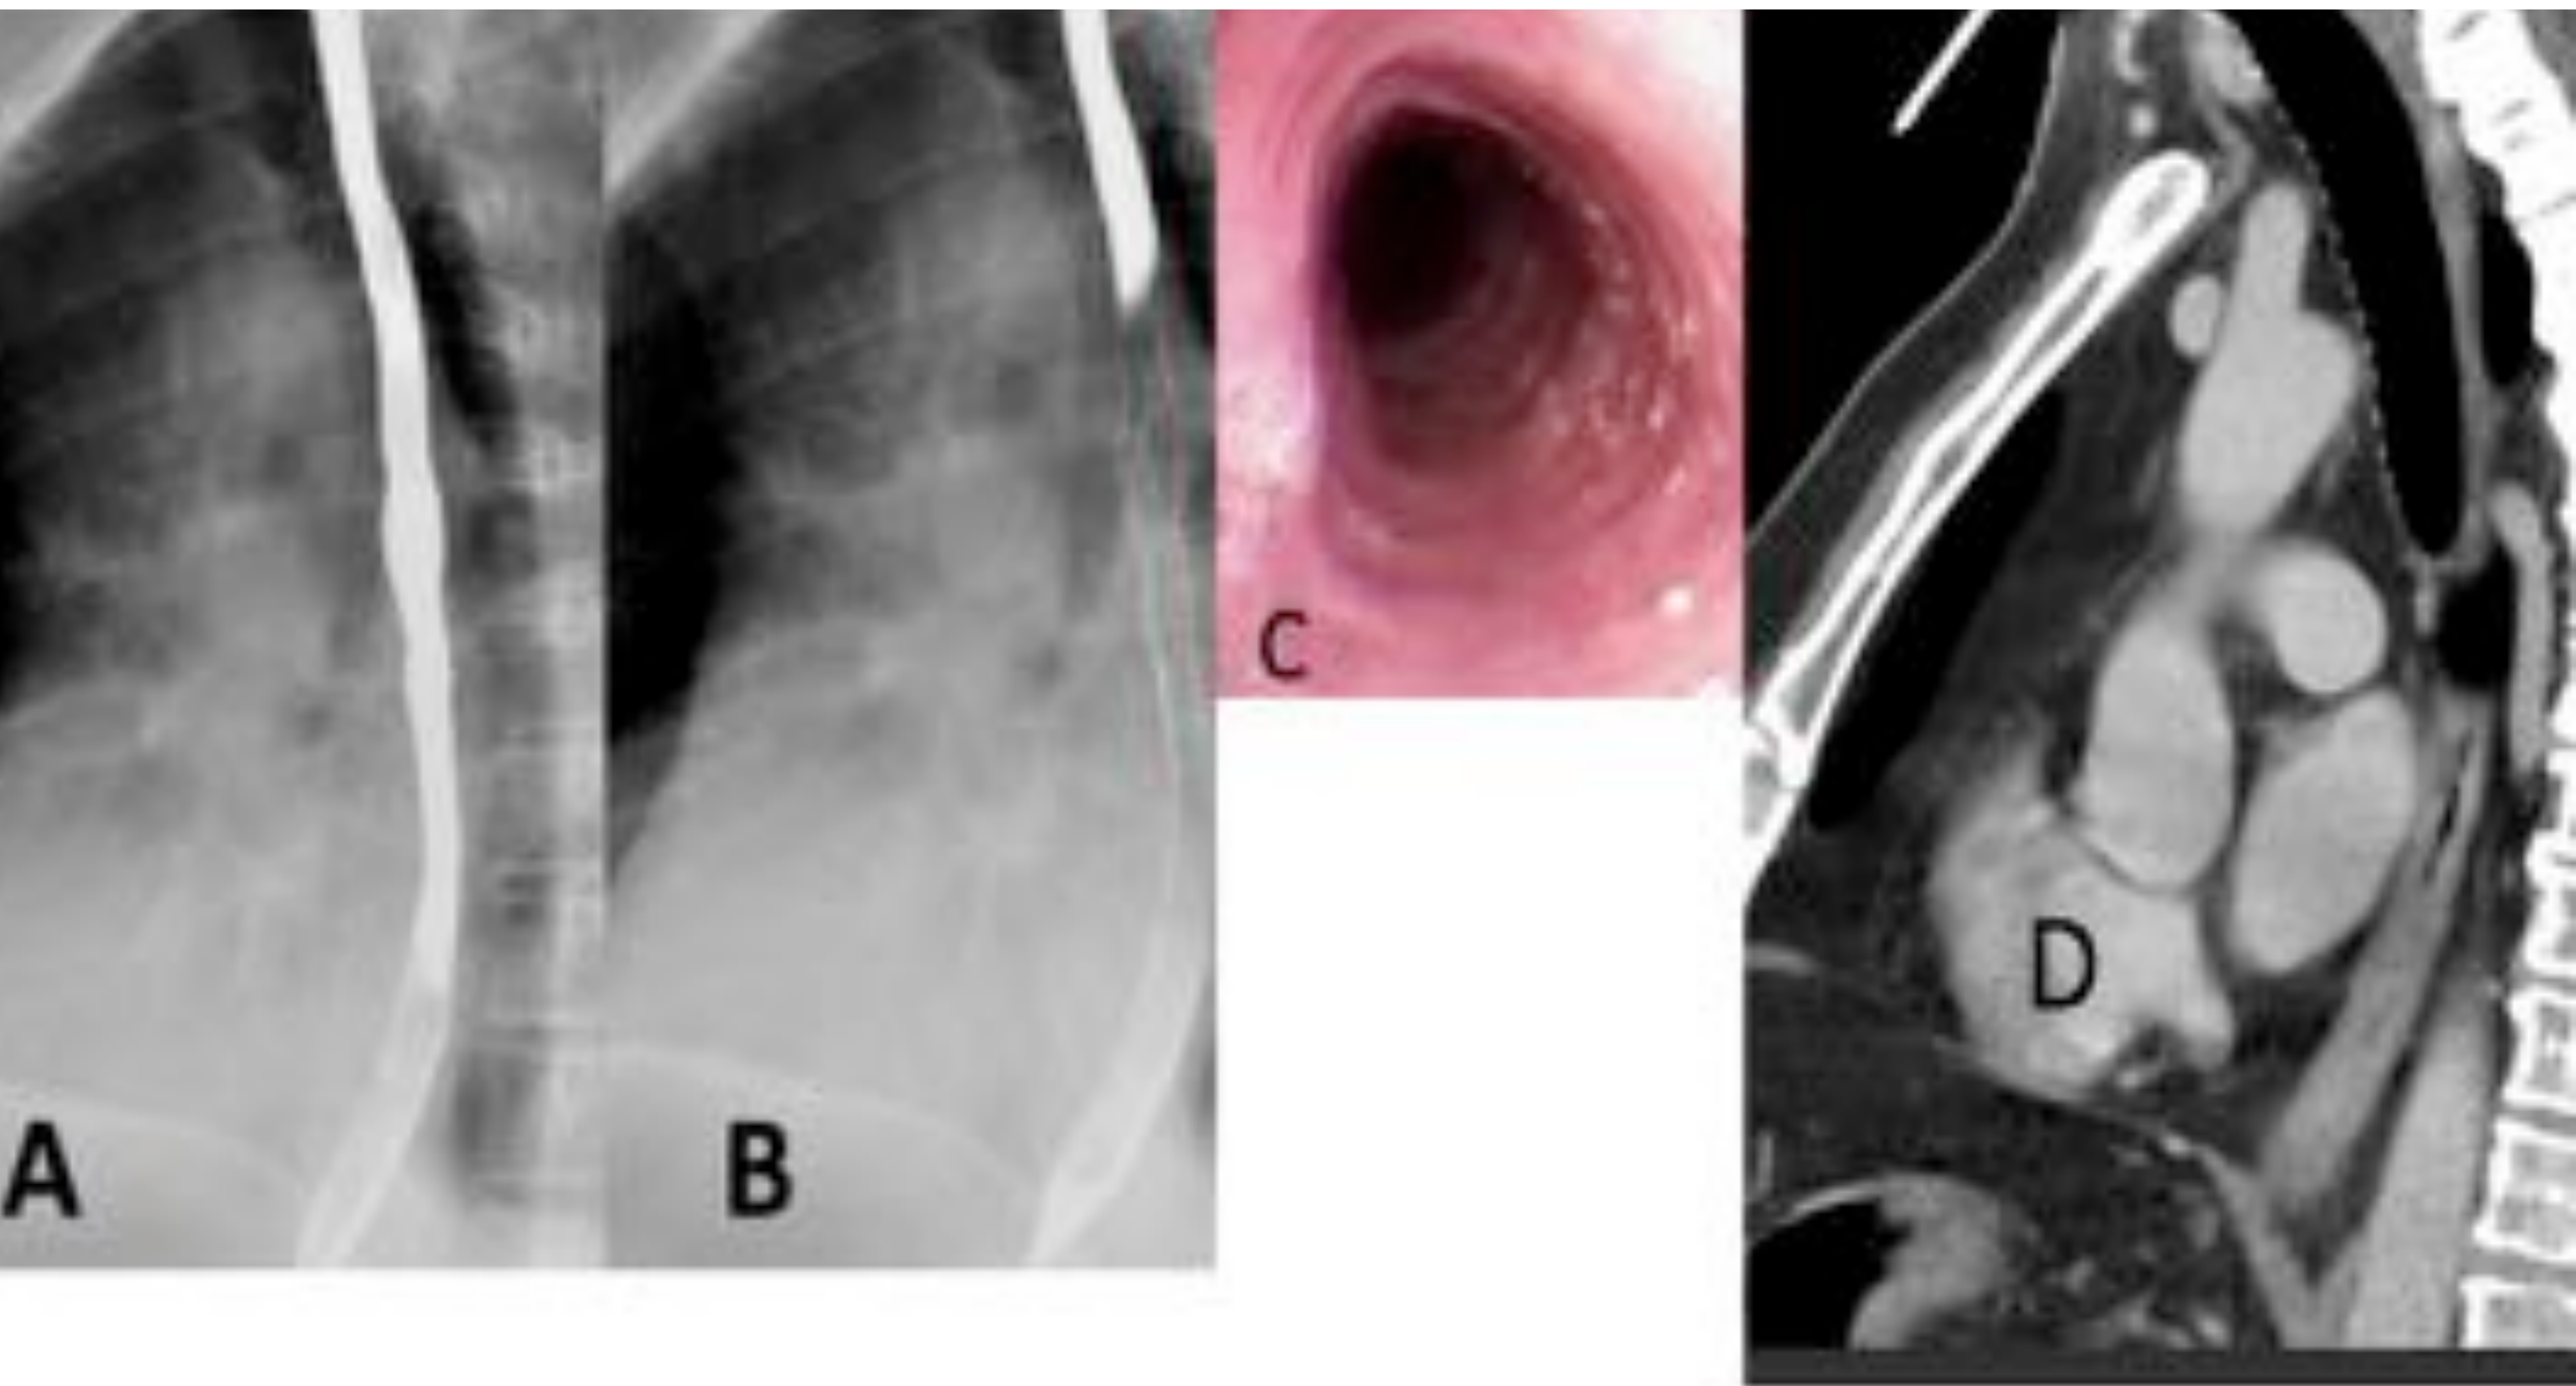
Esófagitis eosinofílica. Estrechamiento difuso de la luz esofágica (A, B). Imagen de anillos concéntricos en la endoscopia (C). La reconstrucción sagital del TC (D) muestra engrosamiento mural.
